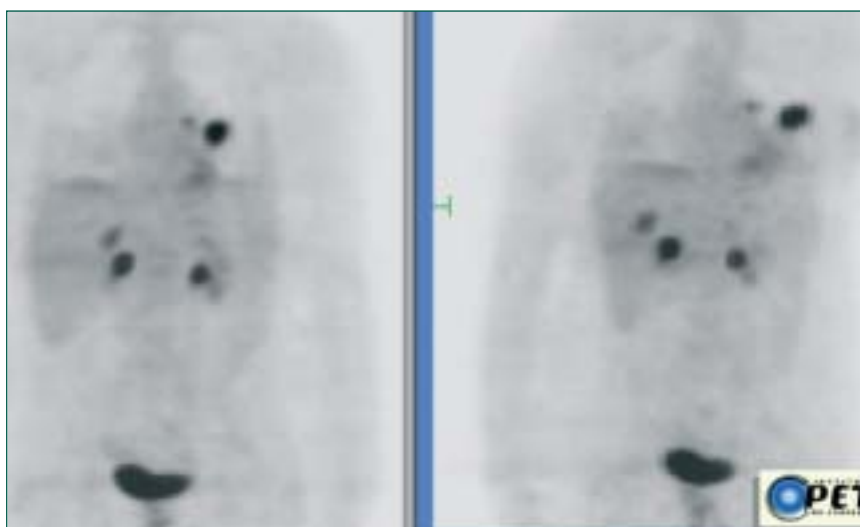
PET de cuerpo completo. Proyecciones volumétricas anterior (izquierda) y oblicua anterior derecha (derecha). Nódulo solitario pulmonar difícil de puncionar. PET indica que el nódulo es de alta probabilidad de malignidad y además está diseminado a ganglios mediastínicos homolaterales.
